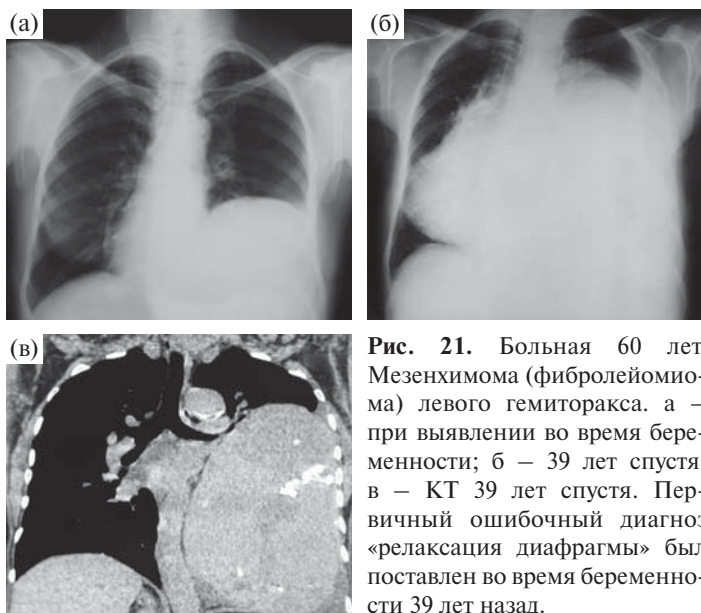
Больная 60 лет. Мезенхимомы (фибролейомиомы) левого гемиторакса. а — при выявлении во время беременности; б — 39 лет спустя; в — КТ 39 лет спустя. Первичный ошибочный диагноз «релаксация диафрагмы» был поставлен во время беременности 39 лет назад.
